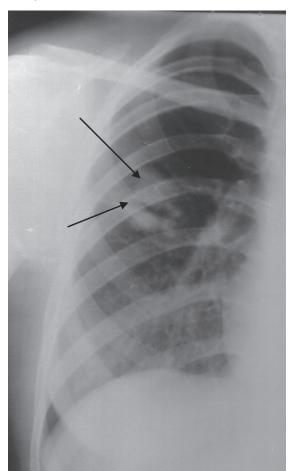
Обзорная рентгенограмма, больной Ш.
